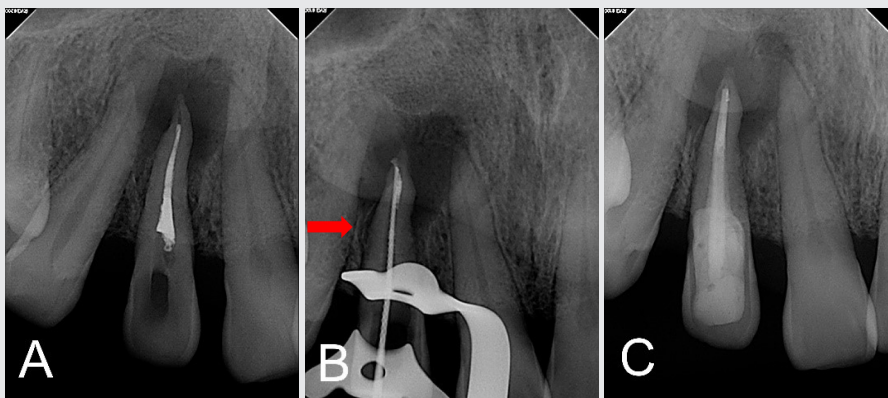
Endodontic procedure and postoperative radiograph (A) Preoperative radiograph. Periapical radiolucent lesions and temporary filling of the root canal were observed. (B) Initial apical file radiograph. Cemental fragment is shown on the radiograph (red arrow). (C) Postoperative 2 weeks radiograph
